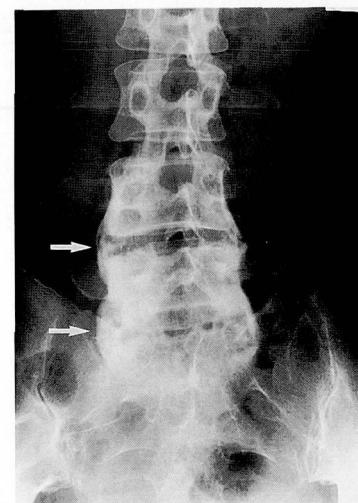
症例7の腰椎部単純X線写真。第4腰椎および第1仙椎に骨硬化像を認め、椎間軟組織にも石灰化を認める（矢印）。
